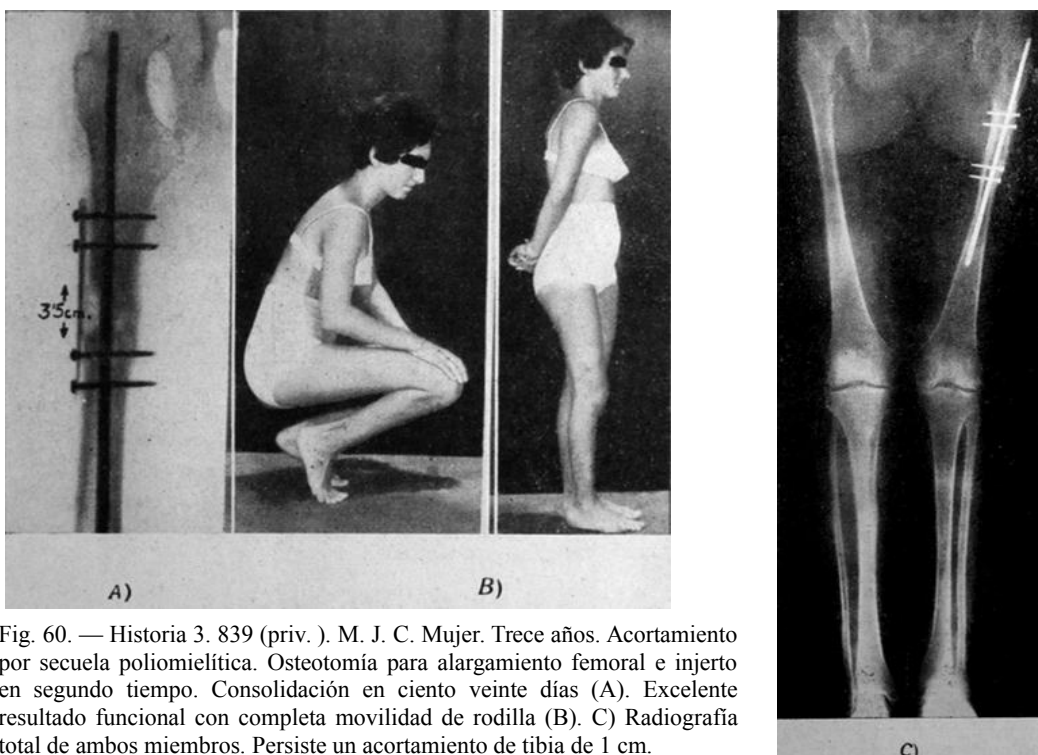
Historia 3. 839 (priv.). M. J. C. Mujer. Trece años. Acortamiento por secuela poliomiélica. Osteotomía para alargamiento femoral e injerto en segundo tiempo. Consolidación en ciento veinte días (A). Excelente resultado funcional con completa movilidad de rodilla (B). C) Radiografía total de ambos miembros. Persiste un acortamiento de tibia de 1 cm.
